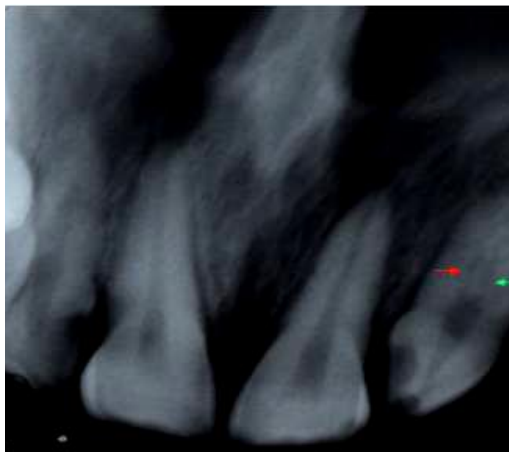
Предоперационная рентгенограмма
